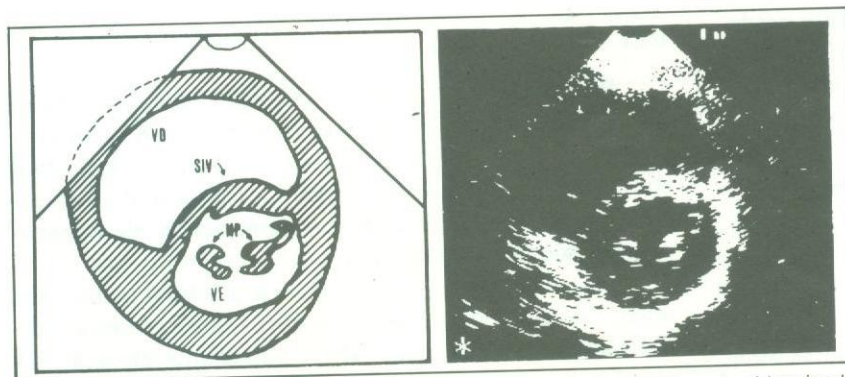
Ecocardiograma bidimensional em corte transversal paraesternal evidenciando importante dilatação do ventrículo direito (VD). MP = músculos papilares; SIV = septo interventricular; VE = ventrículo esquerdo.
